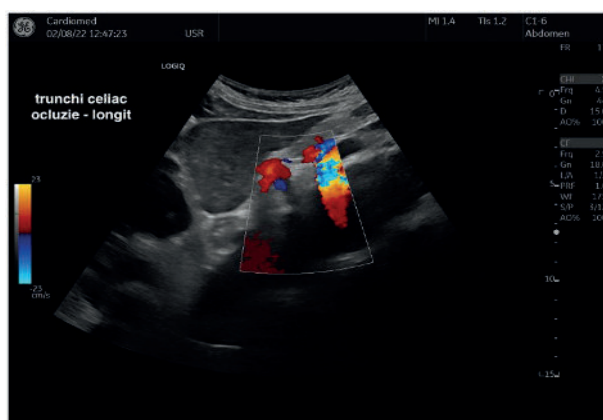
Ecografie Doppler de trunchi celiac – flux absent la emergență cu reluarea circulației din colaterale
